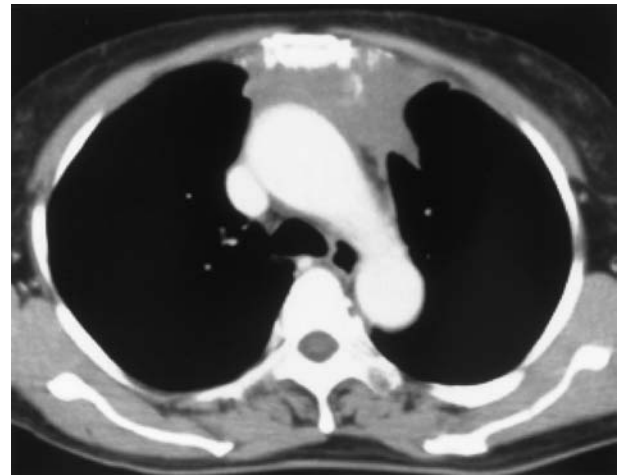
Chest CT after 3 cycles of chemotherapy. The mediastinal tumor drastically decreased in size, although invasion into the left lung was present. The tracheal lumen became widened.
